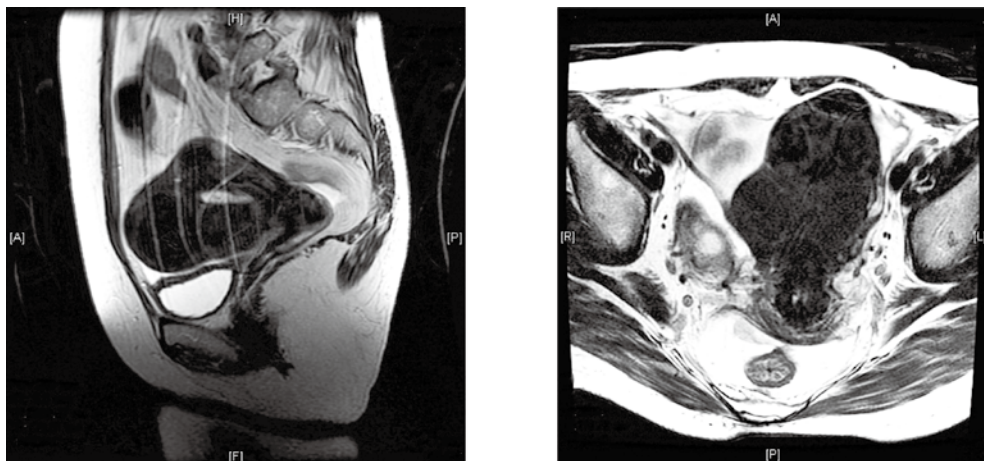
骨盤部MRI像（T2強調画像）左 矢状断面 右 水平断面
